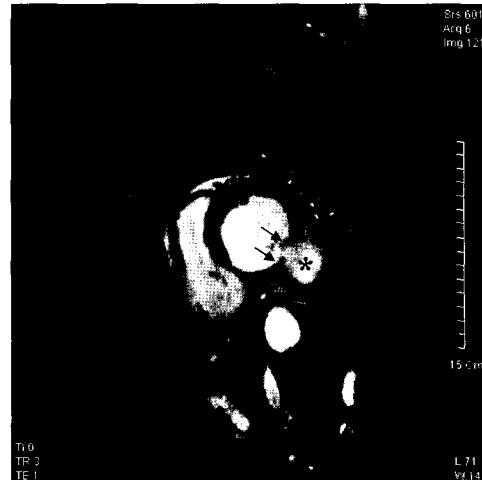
Preoperative Short-axis cine MR image shows round out-pouching aneurysm (Asterisk) with over-hanging edge at both side (Arrows).
